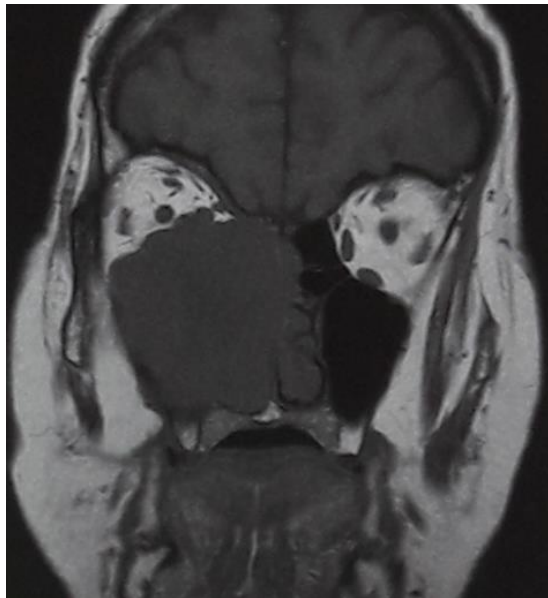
Resonancia magnética: amplia masa destructiva en el seno maxilar derecho con implicación de la órbita y la cavidad nasal.²⁶
